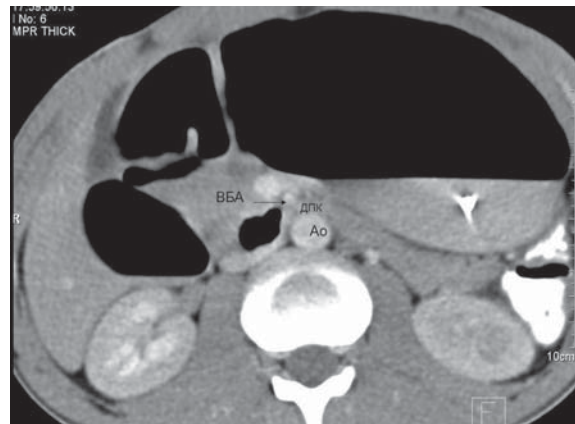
МСКТ-ангиограммы пациента до операции. ВБА – верхняя брыжеечная артерия, ВВ – воротная вена, Ao – аорта, ЧС – чревный ствол, ВБА – верхняя брыжеечная артерия, ДПК – двенадцатиперстная кишка. На представленных снимках видно, что верхняя брыжеечная артерия отходит от брюшной аорты под углом не более 10 градусов, также имеется дилатированная проксимальная часть двенадцатиперстной кишки до уровня прохождения под брыжеечными сосудами и спавшаяся после.
